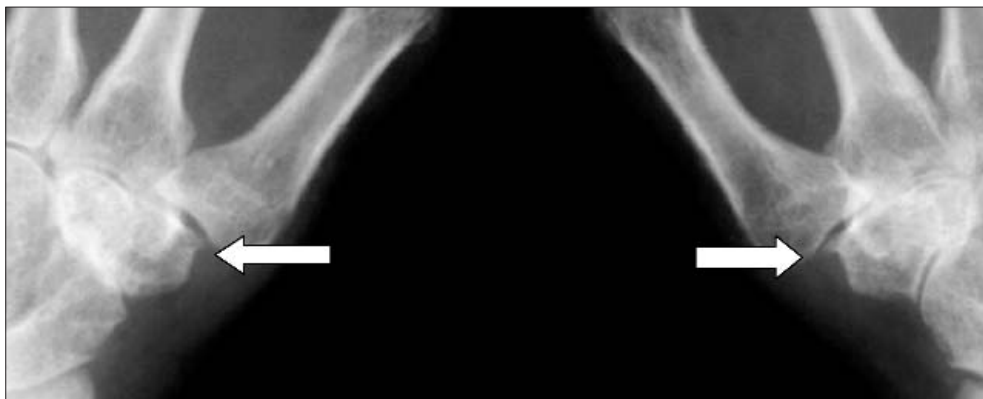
Рентгенограмма I запястно-пястных суставов. Остеофиты на краях суставных поверхностей трапецевидных костей (стрелки)
